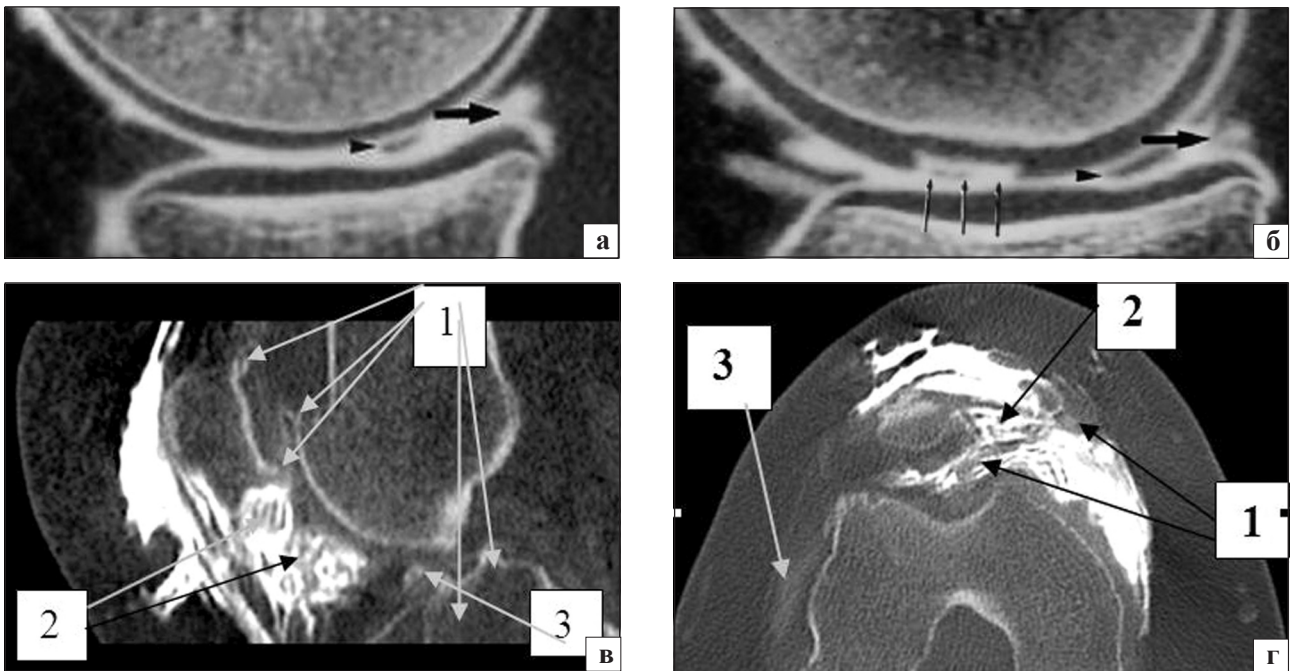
Фотовідбитки мультипланарної реконструкції колінного суглоба: а, б) парасагітальні: 1 — складний розрив (великі стрілки) заднього рогу присереднього меніска з фрагментом, зміщеним у порожнину суглоба (голівки стрілок), 2 — центральна узурація хряща (тонкі стрілки) визначається в середній третині стегнової кістки; в) сагітальна на рівні міжвиросткового горбка: 1 — крайові кісткові розростання суміжних замикальних пластинок наколінка, надвиростків стегнової кістки, виростків стегнової кістки й горбків міжвиросткового горбка великогомілкової кістки, 2 — множинні дефекти наповнення — синехії, фіброзні тяжі синовіальної оболонки (ознаки хронічного синовіту), 3 — кістковий фрагмент (суглобова миша) у міжвиростковій ямці; г) аксіальна томограма на рівні нижнього відділу феморопателлярного суглоба: 1 — множинні дефекти наповнення — синехії, фіброзні тяжі синовіальної оболонки (ознаки хронічного синовіту), 2 — неправильно округлі форми дефекти наповнення хрящової щільності — хондроматоз, 3 — рідина в бічному завороті суглобової сумки
